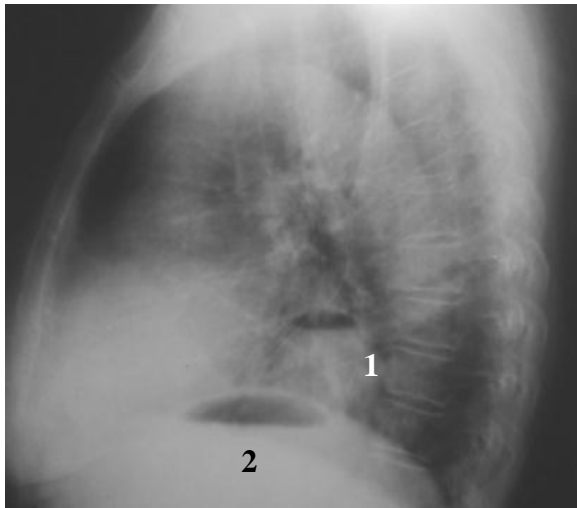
Radiografie toracică (profil) – se remarcă cele două nivele hidroaerice supradiafragmatic (1) și subfrenic (2)
